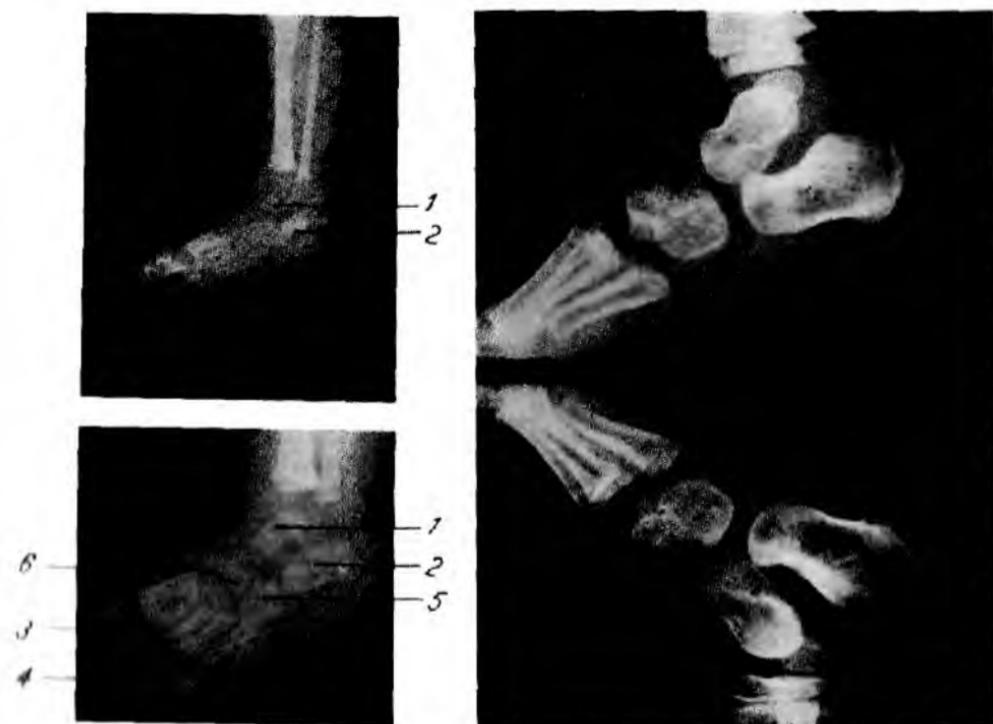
Рентгенограмма костей стопы.
